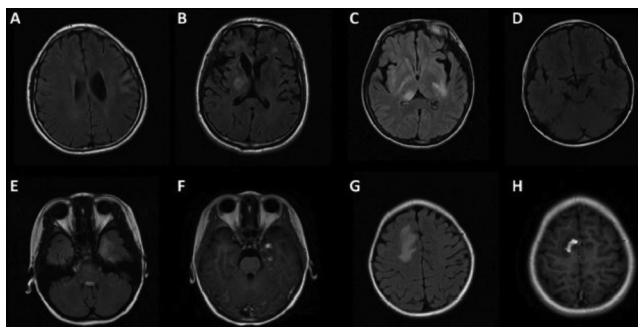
МРТ-ознаки ГДЕМ [31]
